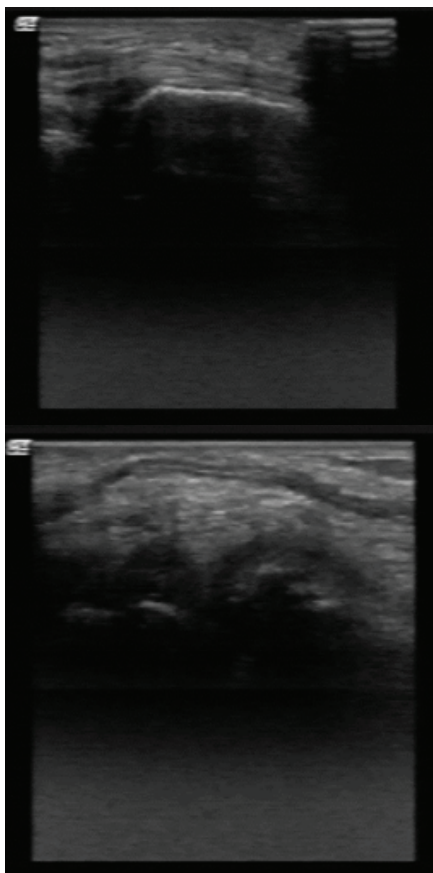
УЗИ правого лучезапястного сустава пациента П., 74 лет: синдром карпального канала. Синусит.
